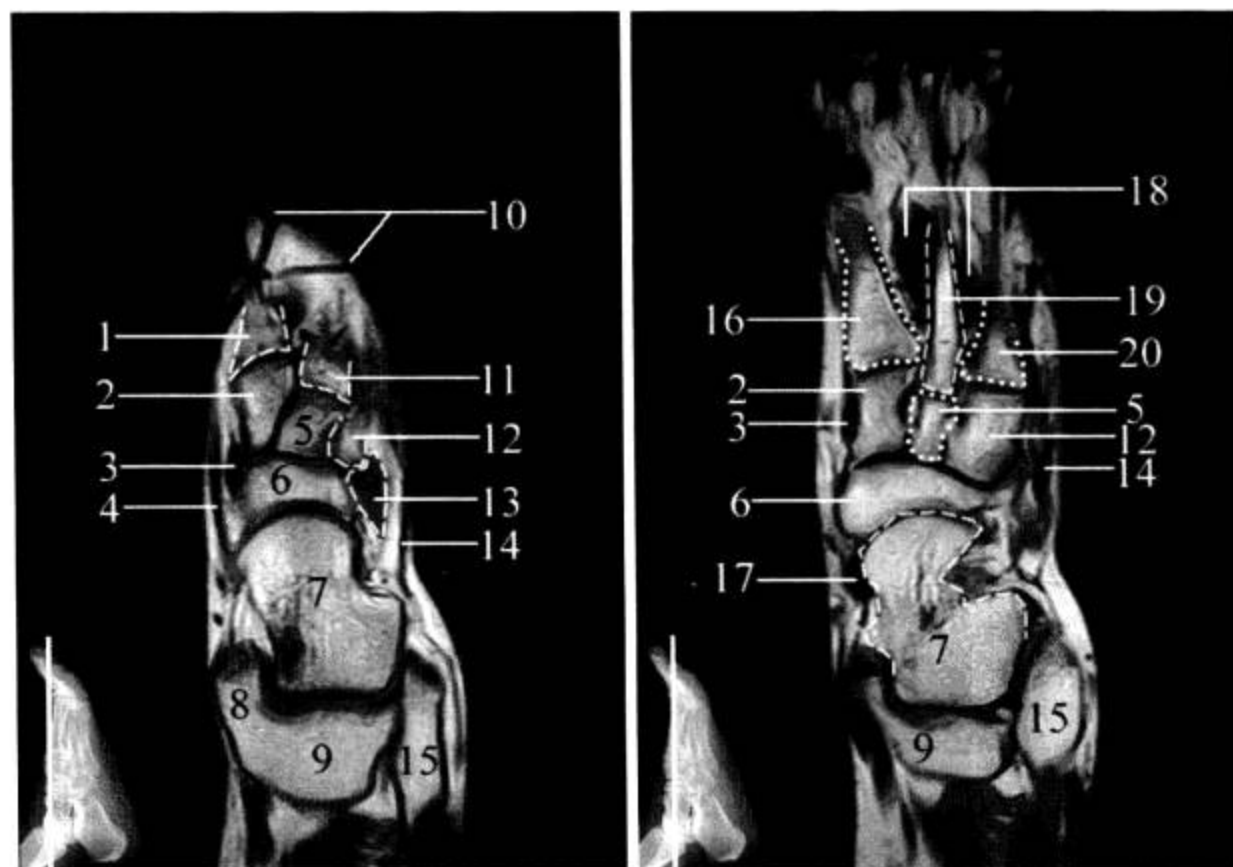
足 MRI 冠状面 (T<sub>1</sub>WI)
